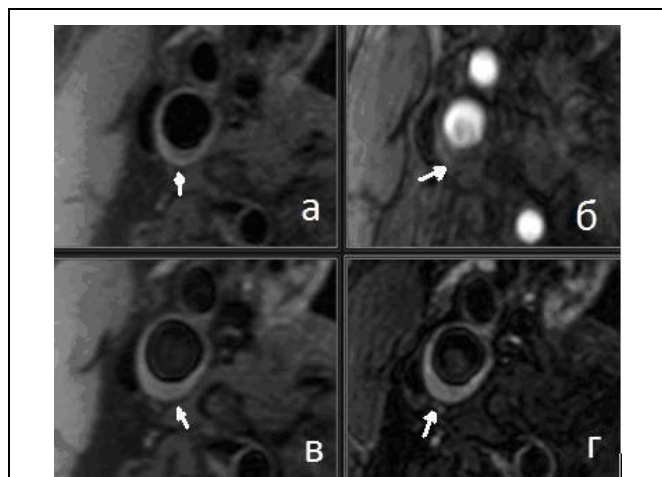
Магнитно-резонансная томография. Аксиальные срезы через правую ВСА и НСА. а – T1-взвешенные изображения, б – 3D TOF изображения, в – протонно-взвешенные (PD) изображения, г – T2-взвешенные изображения. По задней стенке правой ВСА отмечается увеличение отношения толщины комплекса интима-медиа (стрелка).
